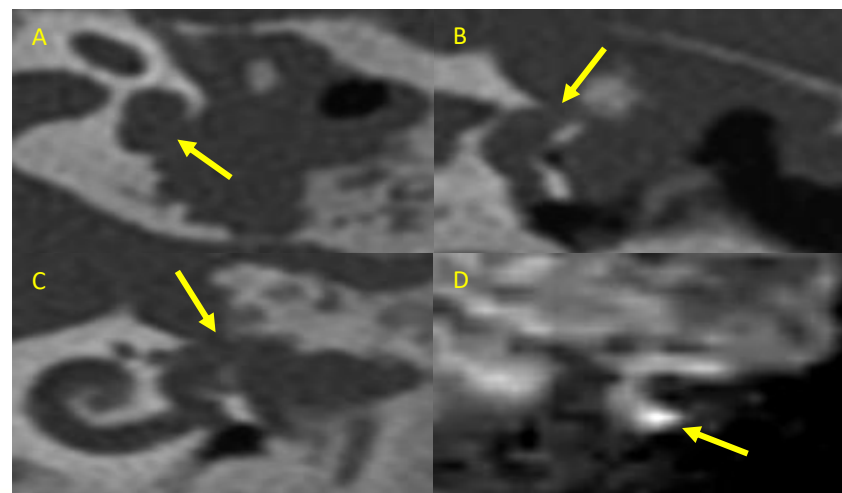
Reconstrucciones axial (A), coronal (B) y en proyección de Stenvers (C) de TC de un paciente con colesteatoma, que muestran erosión asociada del vestíbulo. La secuencia de RM ponderada en difusión (D) evidencia alteración de la difusión en el colesteatoma.
